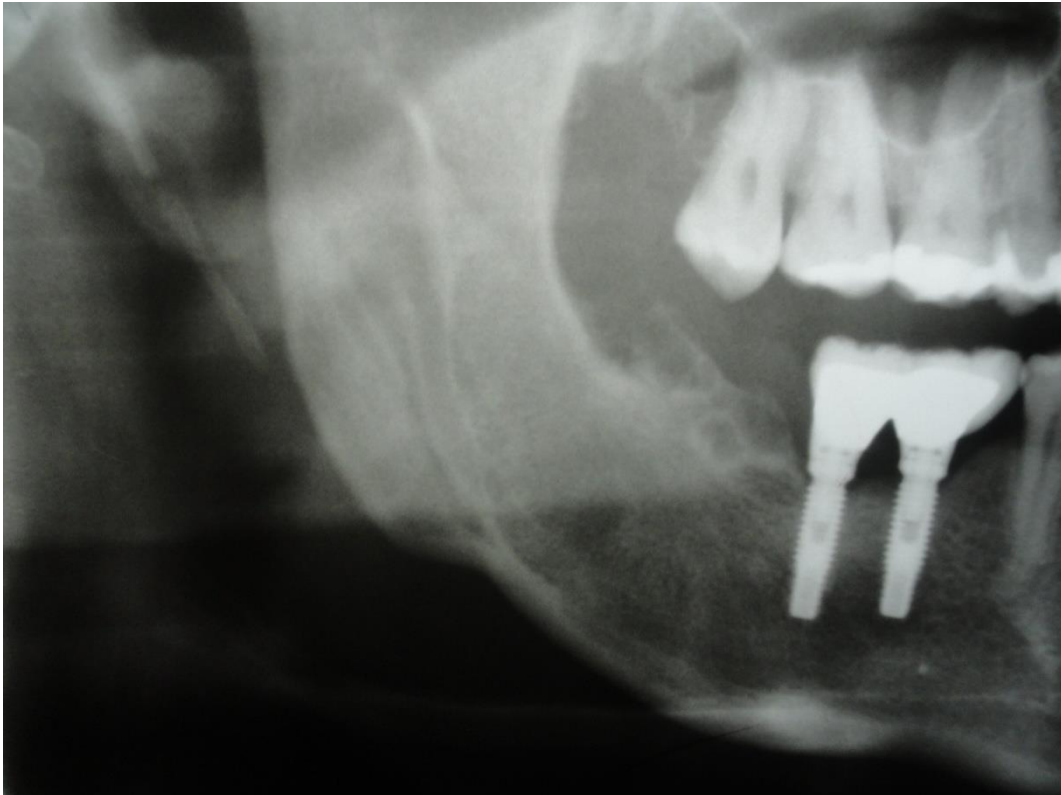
Radiografia de controle, evidenciando área de recidiva. Radiografia realizada no dia 15-09-2008
